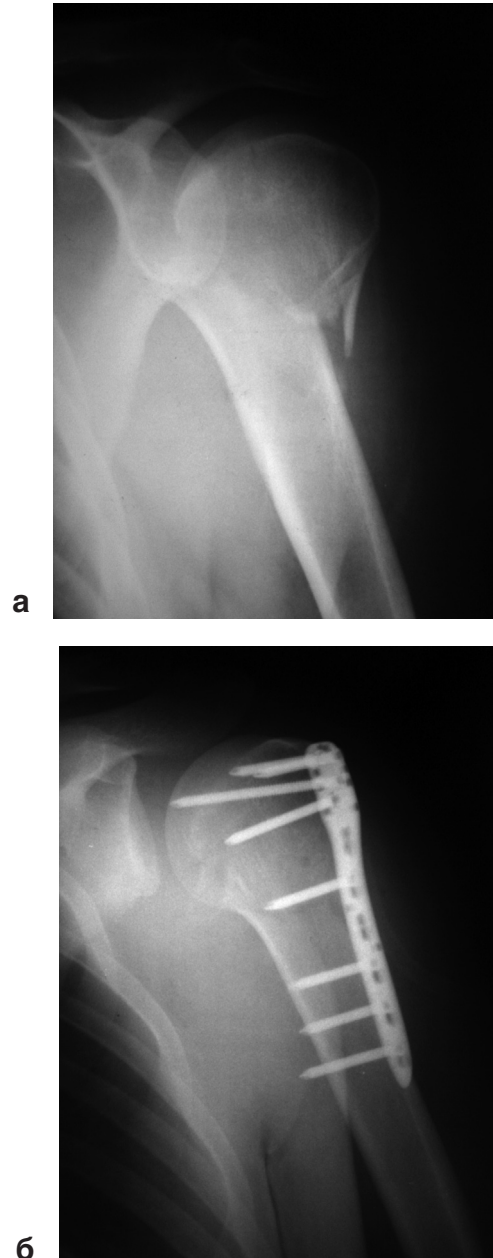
Рентгенограммы перелома проксимального отдела плечевой кости до (а) и после остеосинтеза (б).
